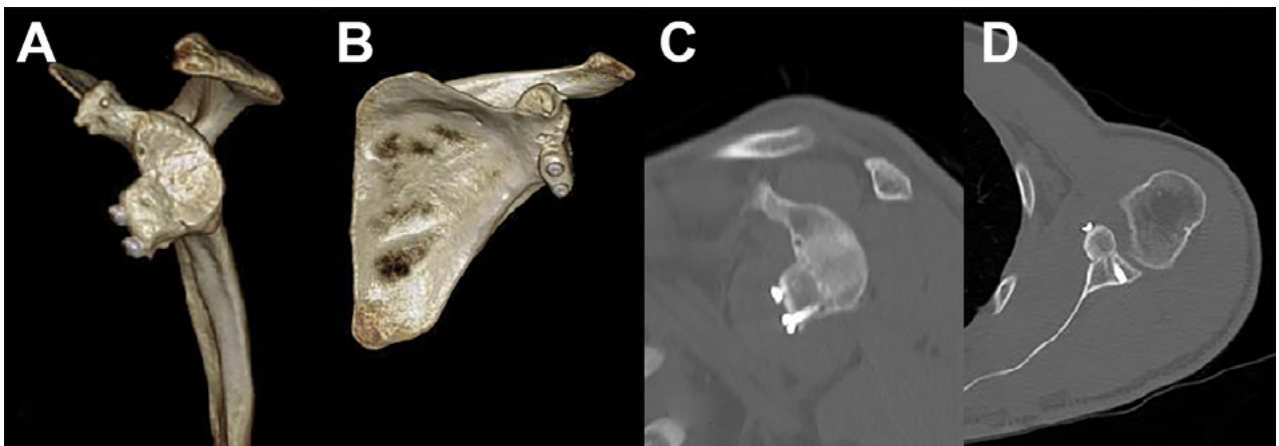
Tomografía de control a los tres meses de la cirugía de revisión con injerto de cresta ilíaca. A) Reconstrucción 3D vista lateral. B) Reconstrucción 3D vista anterior. C) Corte parasagital. D) Corte axial.
